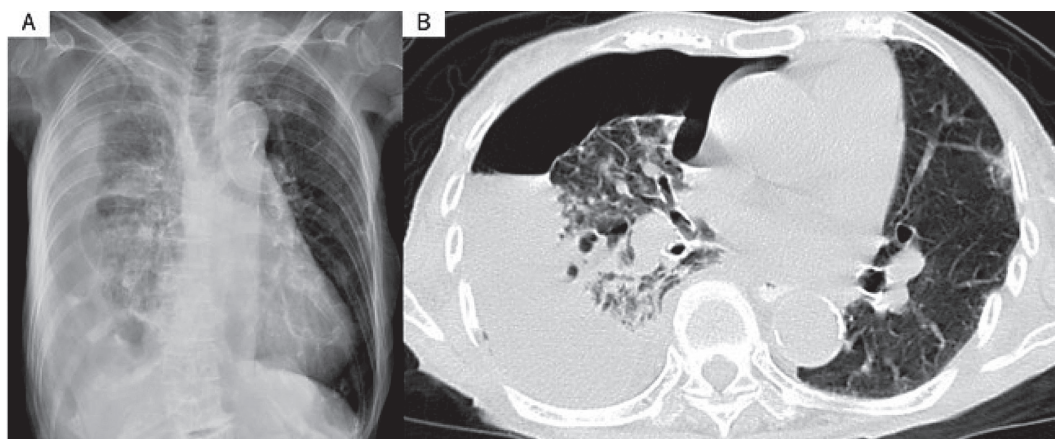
In April 2018, chest radiograph of case 3 showed left large pleural effusion (A). Chest CT showed right pneumothorax and bronchiectasis in the lingular segment and right lower lobe (B).
